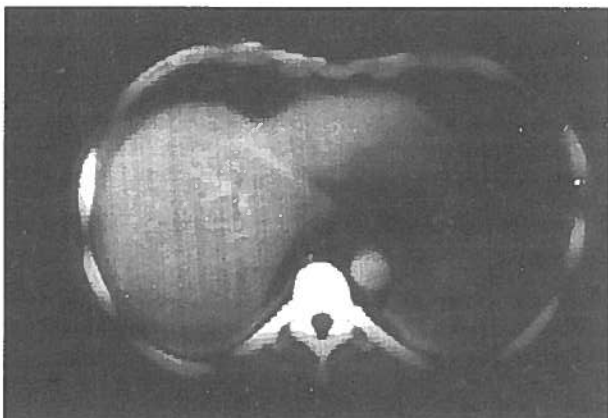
TC com contraste: nódulo dos segmentos II e III captando contraste de forma heterogênea.
